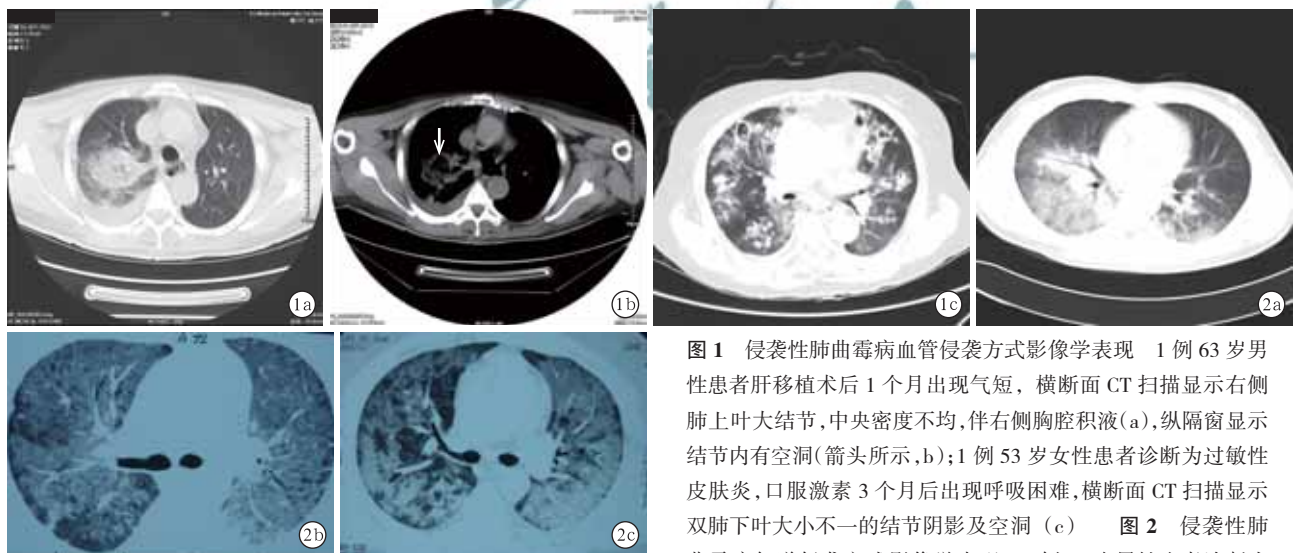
侵袭性肺曲霉病血管侵袭方式影像学表现 1 例 63 岁男性患者肝移植术后 1 个月出现气短,横断面 CT 扫描显示右侧肺上叶大结节,中央密度不均,伴右侧胸腔积液(a),纵隔窗显示结节内有空洞(箭头所示,b);1 例 53 岁女性患者诊断为过敏性皮炎,口服激素 3 个月 after 出现呼吸困难,横断面 CT 扫描显示双肺下叶大小不一的结节阴影及空洞(c) 图 2 侵袭性肺曲霉病气道侵袭方式影像学表现 1 例 37 岁男性患者诊断为
